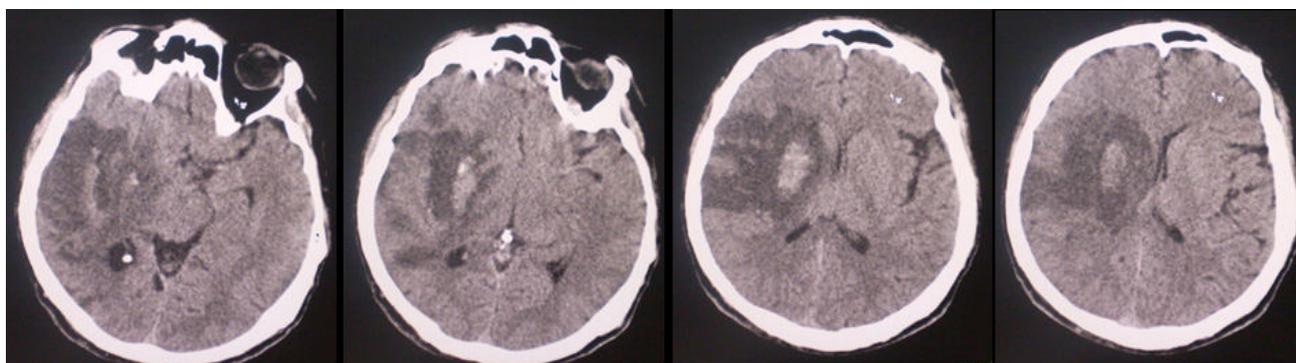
МСКТ головного мозга от 19.12.2012 г.: в височно-теменной области правого полушария определяется гиподенсная зона размерами 96x41 мм, плотностью +23 ед.Н. без четких контуров с наличием гиперденсного участка размерами 34x12 мм, плотностью +42 ед.Н. В затылочной области правого полушария определяется гиподенсная зона рубцово-кистозно-атрофического характера размерами 60x25 мм, плотностью +11 ед.Н. Вывод: МСКТ-признаки ОНМК по смешанному типу в бассейне СМА справа. Рубцово-кистозно-атрофическая зоны височной области правого полушария.
